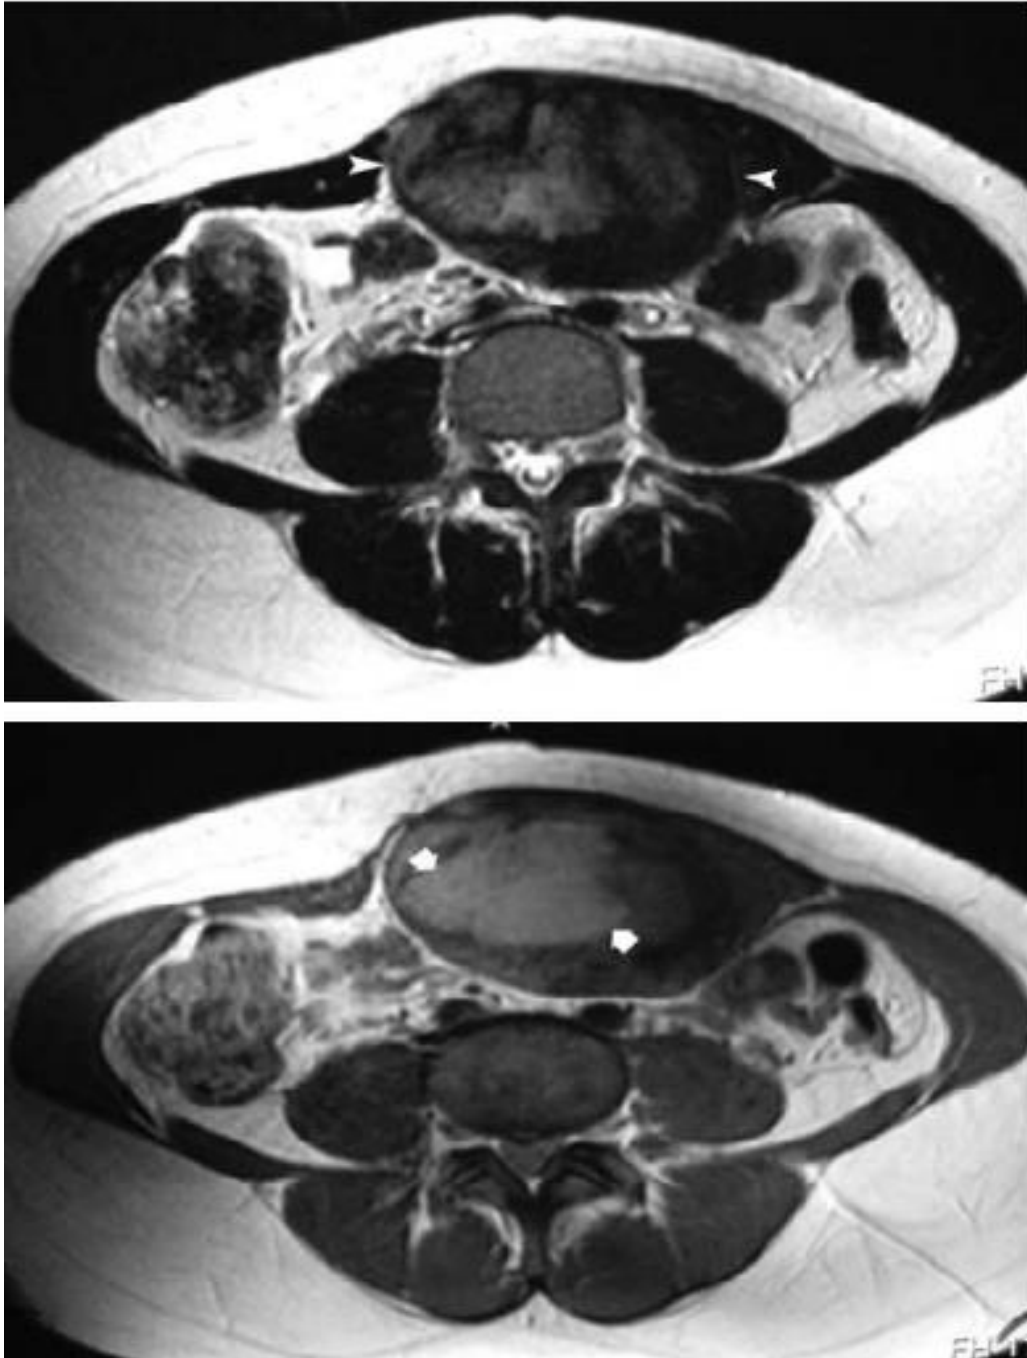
Images d'IRM d'une tumeur desmoïde de la paroi abdominale.
